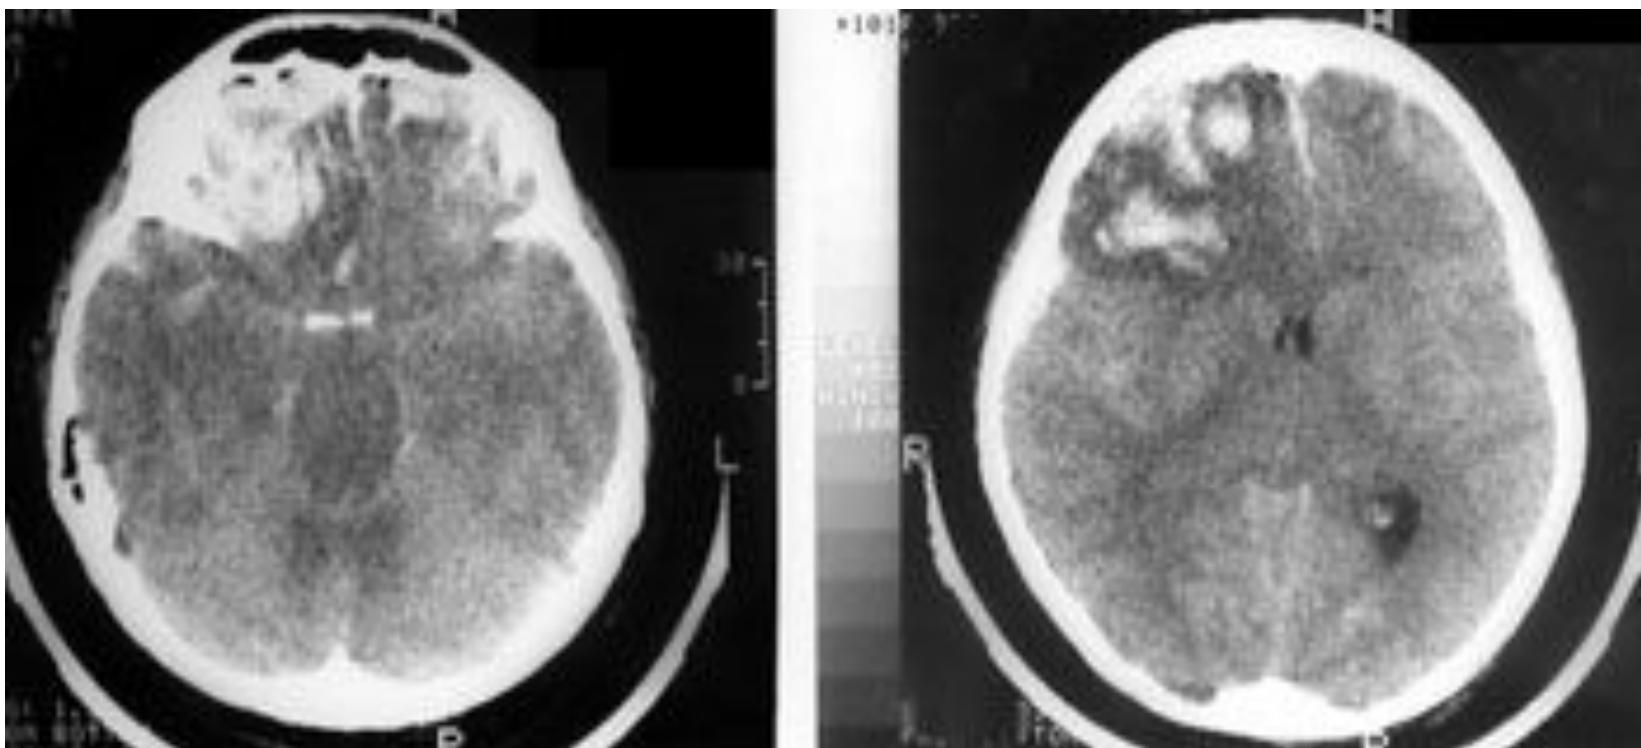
Ушиб головного мозга тяжелой степени. КТ. аксиальный срез.
